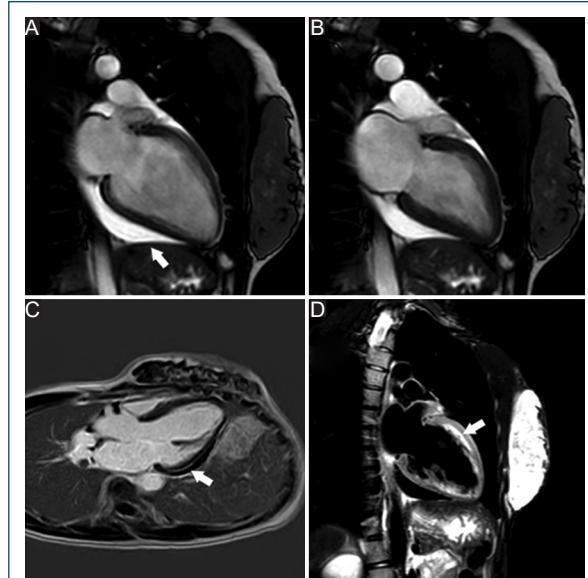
Resonancia cardiaca que muestra derrame pericárdico leve. A: cine dos cámaras diástole. B: cine dos cámaras sístole. C: PSIR realce tardío subepicárdico lineal de pared lateral. D: T2 STIR edema pared anterior. Las flechas blancas señalan el derrame pericárdico, el realce tardío y el edema de la pared anterior en A, C y D respectivamente.
